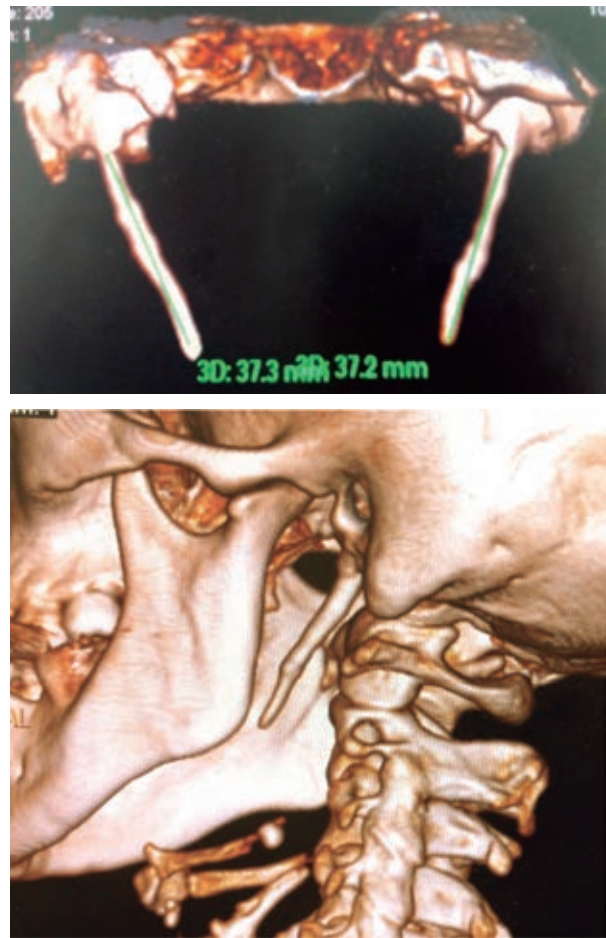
Tomografía simple computada con reconstrucción 3D de apófisis estiloides, con medición de 37.2 mm del lado derecho y 37.3 mm del lado izquierdo.
